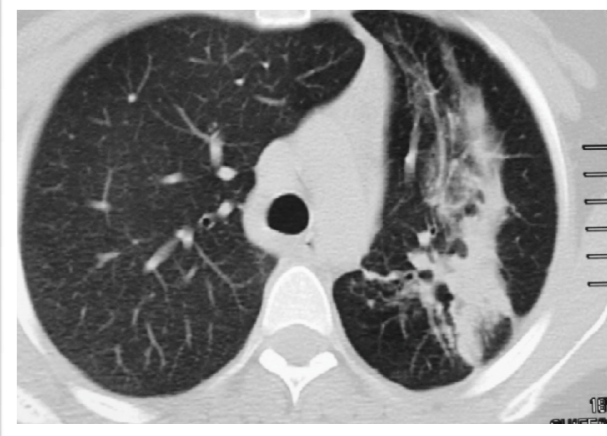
Figura N 6: TC axial y reformateo coronal en el paciente anterior luego de 12 meses con buena respuesta al tratamiento muestra la disminución de la Consolidación en Lóbulo superior izquierdo. No hay variación con respecto a las Bronquiectasias.
